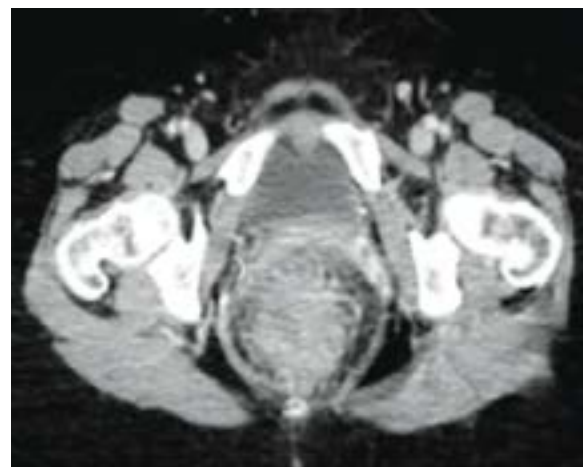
TC de abdomen y pelvis en fase venosa: se aprecia engrosamiento difuso del colon especialmente en sigma y recto, flecha indicando pared de recto engrosada asociada a cambios de la grasa adyacentes.
